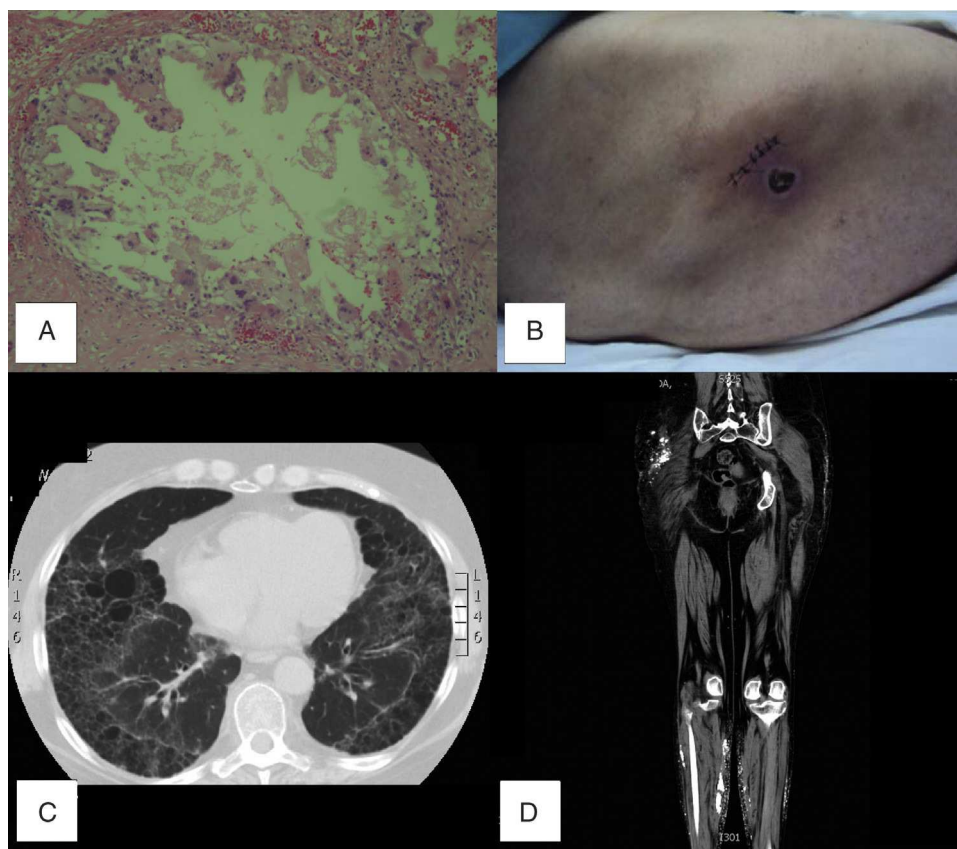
A) Biopsia de piel de región glútea con granuloma de cuerpo extraño con calcificaciones, proliferación vascular, necrosis y zonas de esclerosis. B) Necrosis superficial en piel, región glútea, vista lateral derecha. C) TC-AR de tórax simple, enfisema panlobulillar. D) TC simple de miembros inferiores, lesiones nodulares confluentes hiperdensas en ambos glúteos y diseminadas hacia el muslo y la pierna en región posterior, sugiere calcificaciones.
